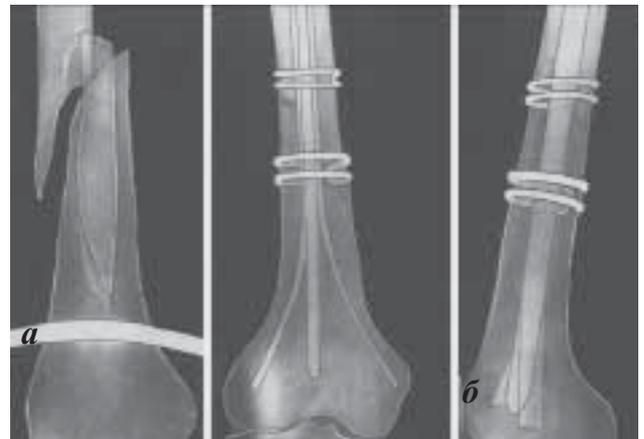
Фото рентгенограмм большого Д., 42 года, с переломом бедренной кости тип В1: а – до операции; б – через 4 месяца после остеосинтеза.
